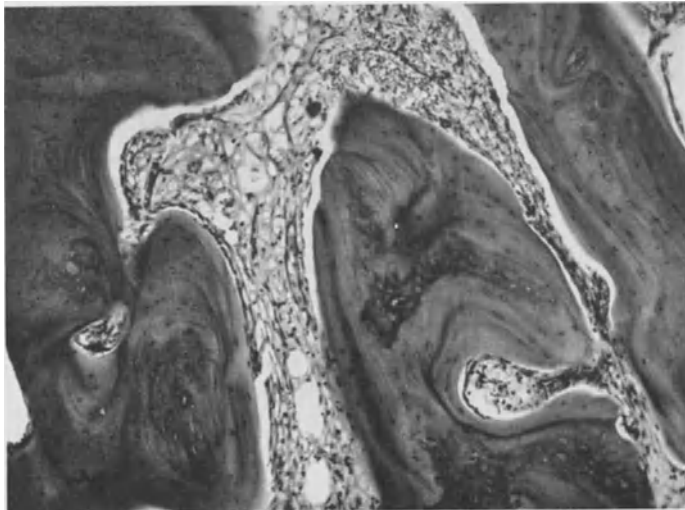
18jähr. ♀. Jugendliche Knochenysten des Femurschaftes. Fibröses Markgewebe mit erweiterten Capillaren. Gebiet zwischen den Cysten. Zugehöriges Röntgenbild Abb. 73.
